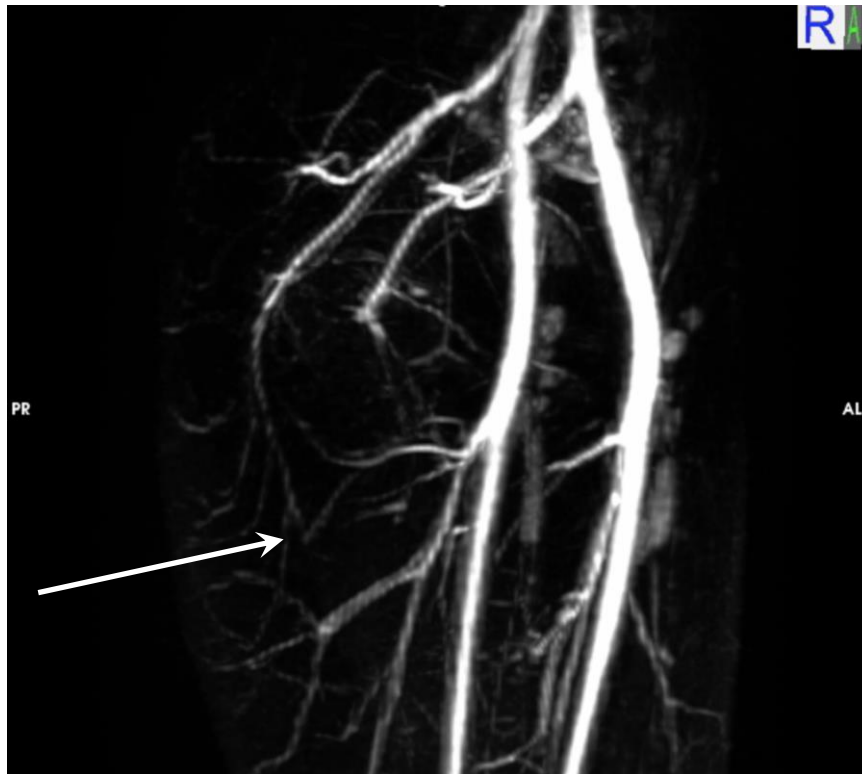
Visão ântero-lateral direita da angioressonância magnética (angioRM) do paciente mostrando, na região posterior, a anastomose (seta) entre ramo descendente da artéria circunflexa femoral medial (ACFM) e a artéria glútea inferior
